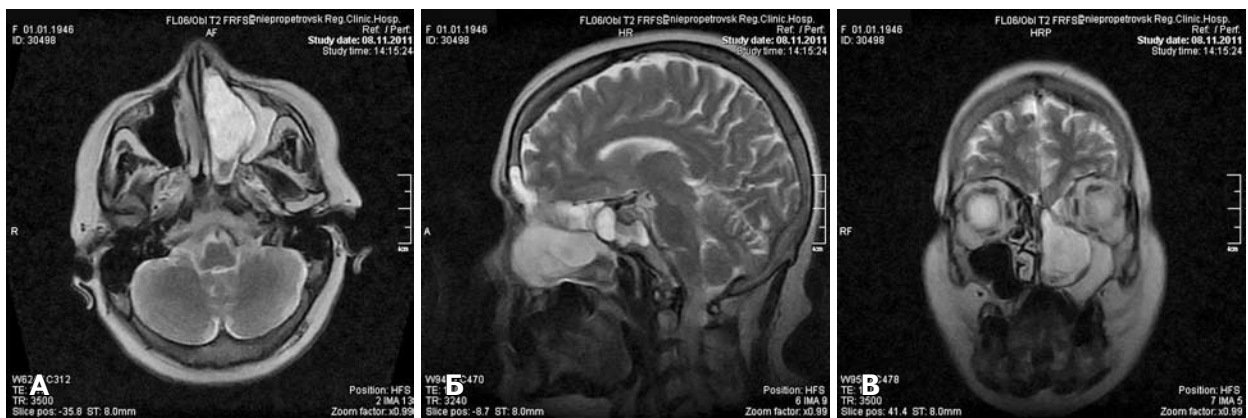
МРТ головного мозга до операции. T2-режим. А — аксиальная проекция; Б — сагиттальная проекция; В — фронтальная проекция.
